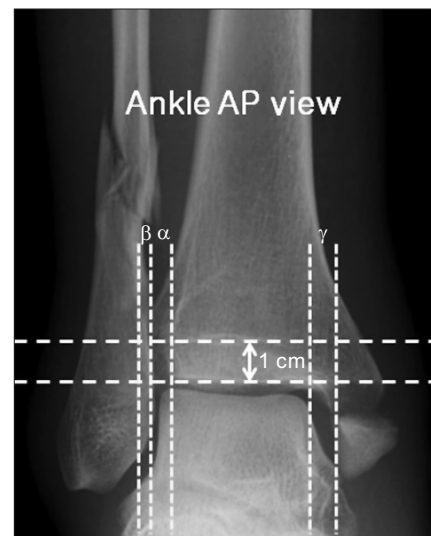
Three radiographic parameters were measured from nonweightbearing anteroposterior (AP) radiographs. Tibiofibular clear space (TFCS, α) is distance between the medial border of the fibula and the lateral border of the tibia. The TFCS is measured 1 cm proximal to the plafond. Tibiofibular overlap (β) is the overlap of the lateral malleolus and the anterior tibial tubercle measured 1 cm proximal to the plafond. Medial clear space (γ) is distance between the articular surfaces of the talus and the medial malleolus.
